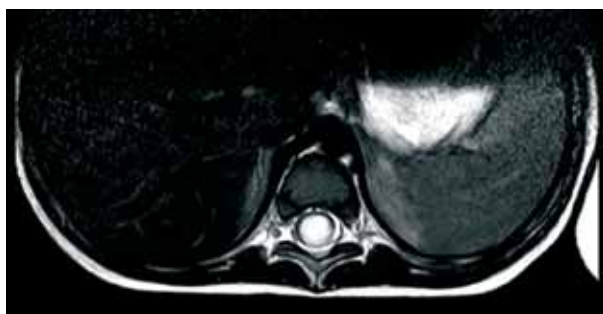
RMN dorso-lumbar corte transversal: tumor medular que ocupa casi toda la luz del canal raquídeo.
